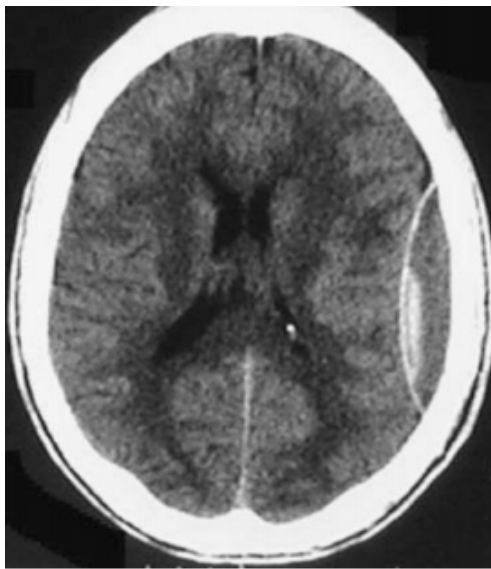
TDM cérébrale fenêtré parenchymateuse en coupe axiale montrant HED chronique pariétale gauche.[228]
